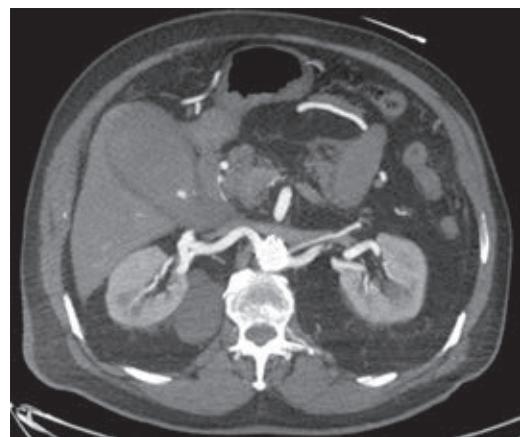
Tomografía corte axial con contraste fase arterial, donde se identifica sangrado activo hacia la luz de la vesícula biliar, la cual se encuentra distendida.
